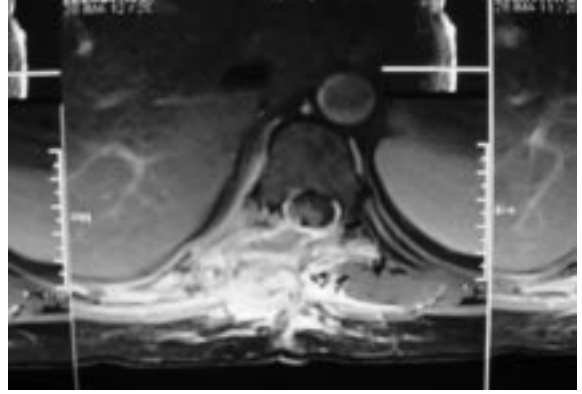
Hastanın T2 ağırlıklı aksiyel kesitte preoperatif MRG görüntülemesinde sağ tarafta ektradural komponente sahip lezyon görülmekte.
